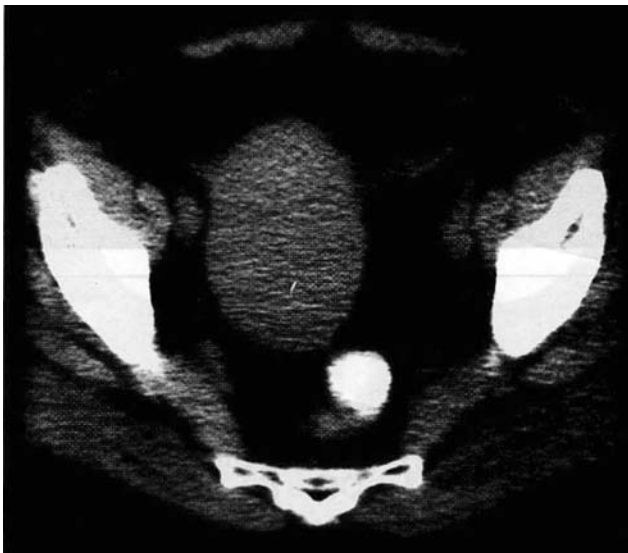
Больная В., 53 года. Аксиальная томограмма. Диагноз: миома матки
